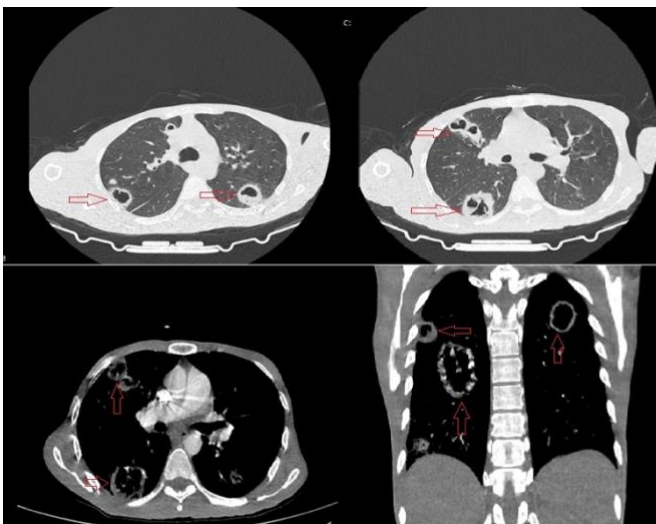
Chest CT showed thick-walled lung lesions in the parenchyma of both lungs, with the largest measuring 5 cm being located in the superior part of the right lower lobe
